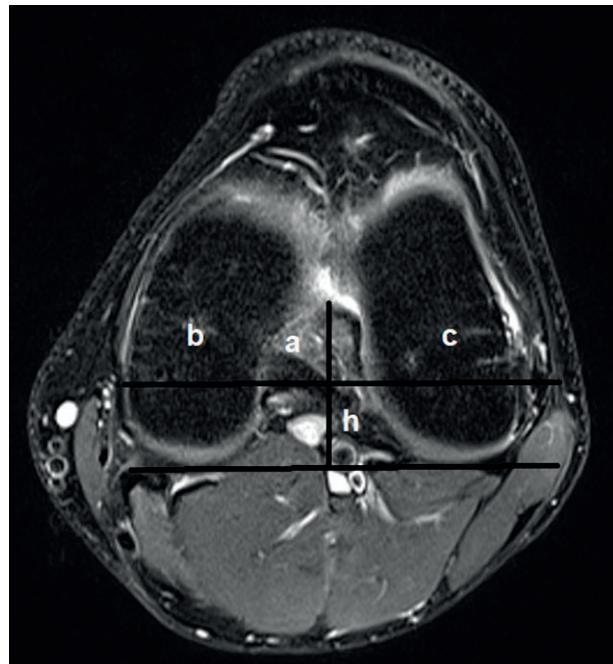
Intercondylar notch – A shaped: the notch width (a), width of the medial femoral condyle (b), width of the lateral femoral condyle (c) and the notch height (h) on horizontal MR images of a 30-year old man.
